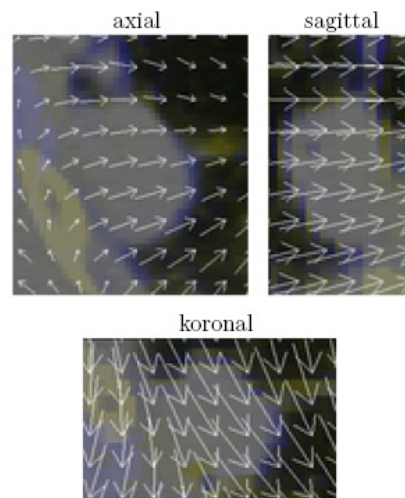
Nichtrigide Transformation als Vektorfeld über der Anatomie. Sie erlauben die Beschreibung lokaler Änderungen der Anatomie wie sie in der Lunge im Verlauf eines Atemzyklus auftreten. Sie liefern eine Transformationsvorschrift für die Überführung von Punkten aus einer CT-Phase in die Referenzphase.
